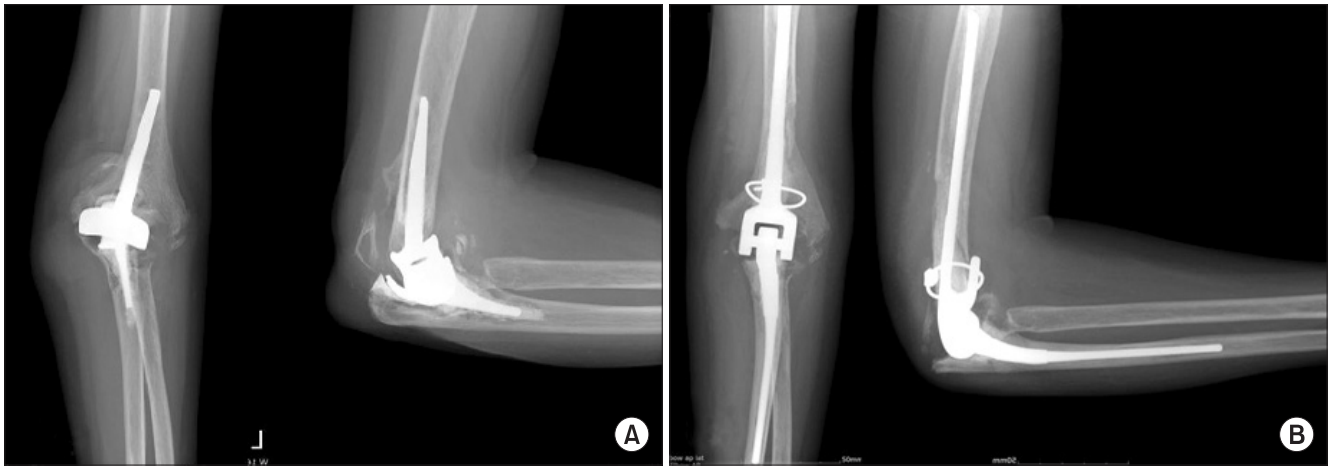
A 53-year-old, rheumatoid arthritis woman presents a closed periprosthetic fracture after a fall while walking street. she was operated total elbow replacement arthroplasty 10 years ago. (A) Pre-operative X-ray showing periprosthetic failure of distal humerus and cement loosening of 10 years follow up for Kudo total elbow replacement. (B) Post-operative X-ray: One year after revision to Coonrad-Morrey type with wiring for fracture.
